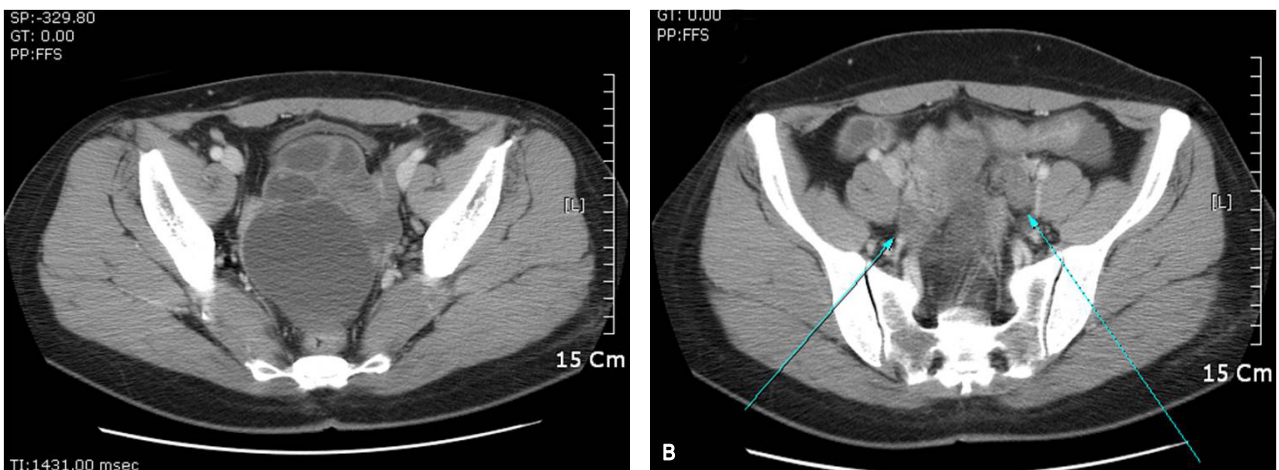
Large hydrosalpinx in pelvic cavity. (A) There is an 8.3 cm sized cystic lesion with enhanced thin rim by computed tomography. This is a tubular structure with multiple cystic lesions such as hydrosalpinx. (B) The normal looking appearance ovaries (arrows) are shown.
